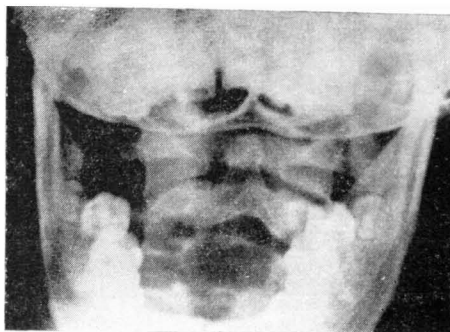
Radiografía anteroposterior de atlas-axis tomada a través de la boca en un niño que presentaba una deformidad fija en rotación. Nótese la asimetría de las masas laterales del atlas y de los espacios articulares, claramente disminuidos a derecha. La inclinación lateral de la cabeza hacia la derecha se ha producido entre C2 y C3. No es posible trazar una línea recta que una la sínfisis mandibular, la apófisis espinosa del axis y la base de la apófisis odontoides.
